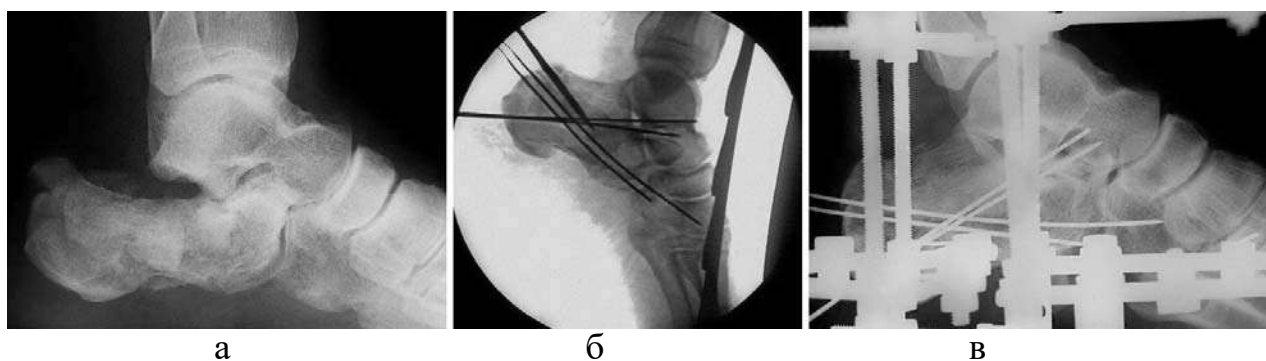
Фотовідбитки рентгенограм роздробленого перелому п'яtkової кістки: а – при надходженні; б – після ЗОІР; в – після комбінованого остеосинтезу
